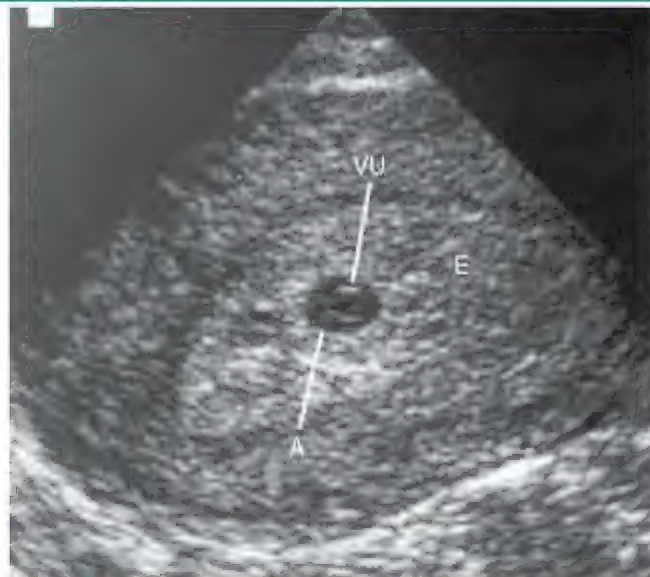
Ultrassonografia endovaginal de um conceito 3 semanas após a concepção implantado no endométrio posterior, mostrando a vesícula umbilical. O endométrio envolve completamente o conceito. A, âmnio; VU, vesícula umbilical; E, endométrio. (Cortesia de E. A. Lyons, MD, Professor de Radiologia, e Obstetrícia e Ginecologia e Anatomia, Health Sciences Centre and University of Manitoba, Winnipeg, Manitoba, Canada.)
